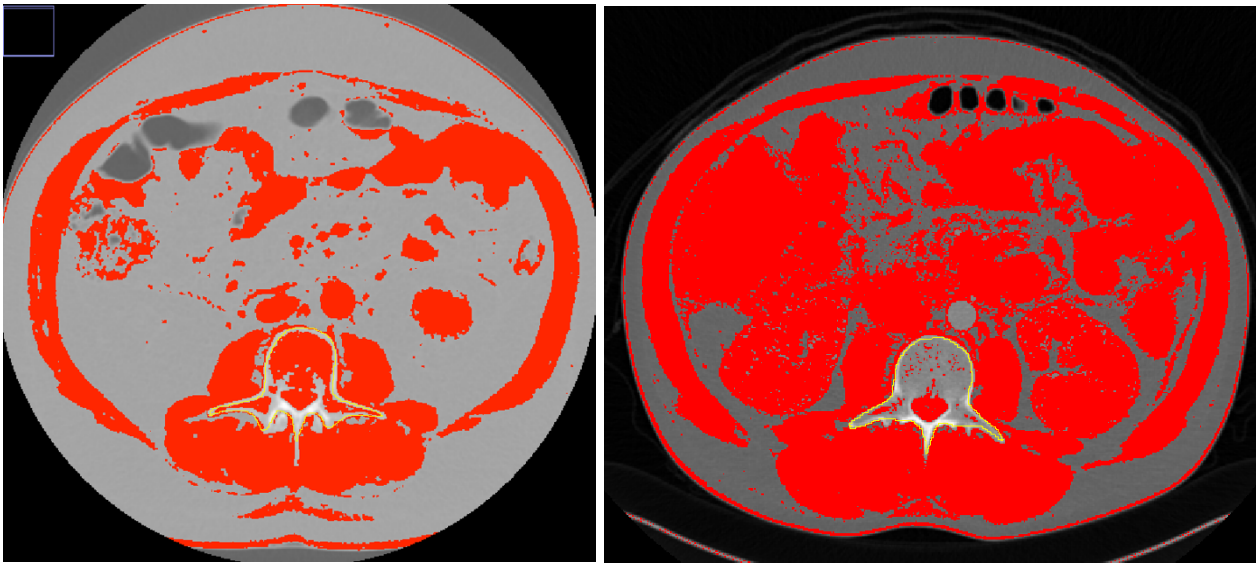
CT auf Höhe der 3. Lendenwirbels, mit Messung des Umfanges des Lendenwirbels. Rechts Individuum ohne Sarkopenie, links Individuum mit Sarkopenie
